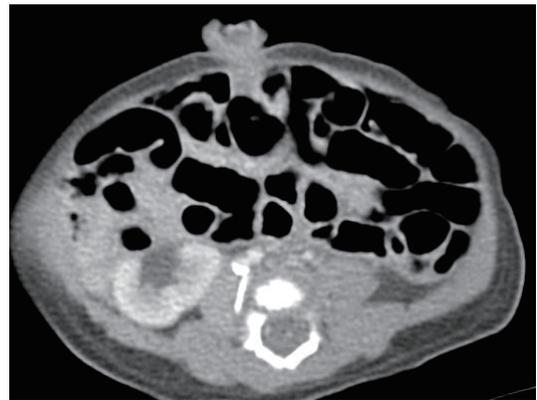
Abdomen CT showing urachus.
